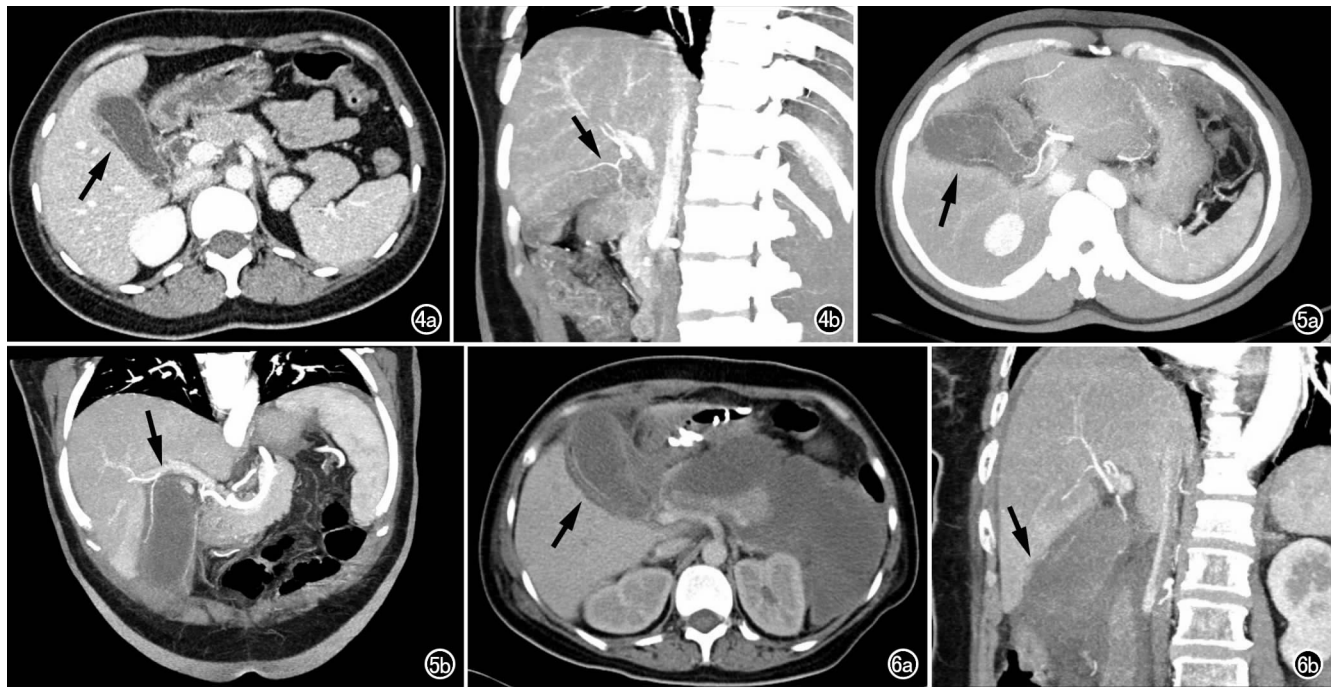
男, 65 岁, 单纯性胆囊炎。a) 横轴面 CT 增强示胆囊轻度增大(箭), 壁略增厚, 完整线形中度强化; b) 斜矢状面 CT 增强重组示胆囊动脉无狭窄及闭塞(箭)。图 5 女, 57 岁, 坏疽性胆囊炎。a) 横轴面 CT 增强示胆囊中度增大(箭), 壁增厚, 底部缺失, 胆囊壁呈不完整线形强化; b) CT 增强斜冠状面重组示胆囊动脉外侧支多节段狭窄及闭塞(箭)。图 6 男, 62 岁, 坏疽性胆囊炎。a) 横轴面 CT 增强示胆囊中度增大(箭), 壁增厚, 残缺不全; b) CT 增强斜矢状面重组示胆囊底壁完全消失(箭), 仅见胆囊轮廓, 胆囊壁强化极差, 胆囊周围广泛性脓肿形成, 内膜漂移。
